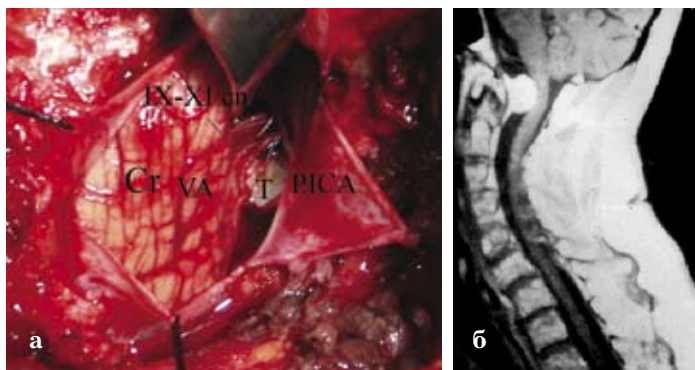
Вентральна пухлина в ділянці КВЗ. а — інтраопераційна фотографія; б — МРТ. Cr — мозочок; МО — довгастий мозок; IX-XI sp — каудальна (IX-XI) група черепних нервів; PICA — задньо-нижня мозочкова артерія; VA — хребтова артерія; Т — пухлина.
